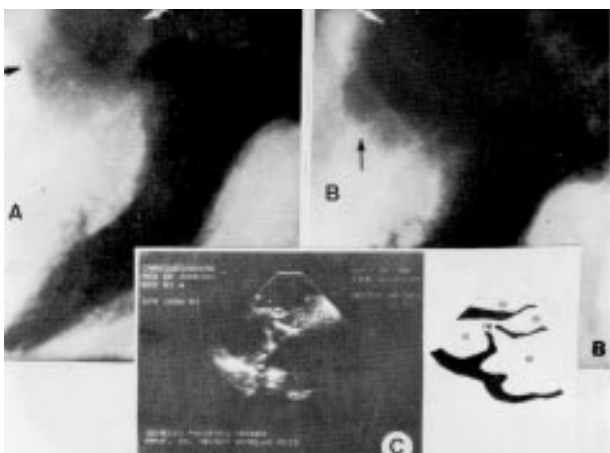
Caso 1: cineangiocardiógratia esquerda: opacificação ao átrio esquerdo na sístole (regurgitação mitral) com zona de duplo contorno de opacificações diferentes (A) que perdura durante toda a sístole (B). Ecocardiograma bidimensional. (C): plano longitudinal: átrio esquerdo com cavidade acentuadamente dilatada apresentando um ressalto na parede posterior; ventrículo esquerdo dilatado; prótese biológica mitral com funcionamento normal.
